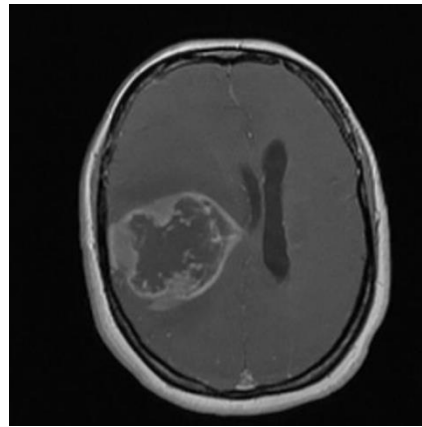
RM:glioblastoma(Fuente:HCUV)
